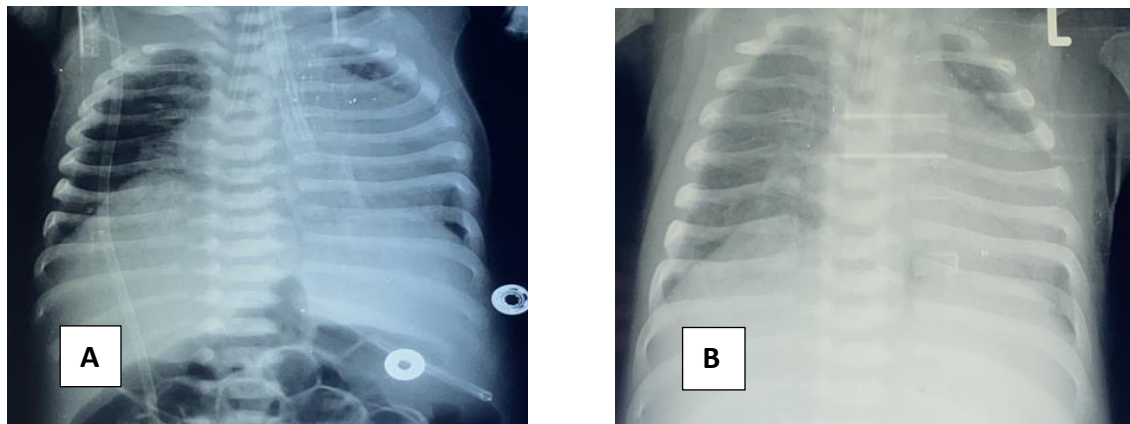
Radiografia cutiei toracice în dinamică la 1,5 luni, 2 luni fără dinamică pozitivă
